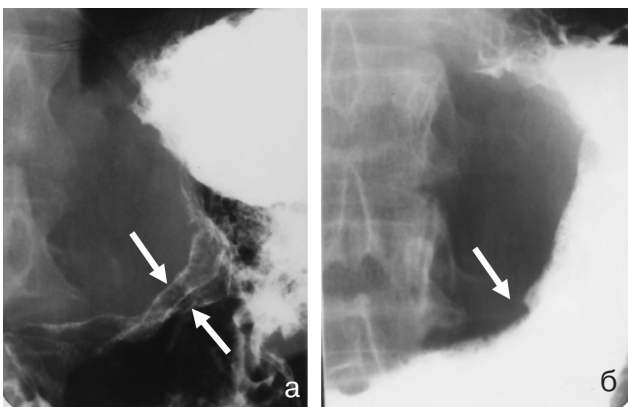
На прицельній рентгенограммі желудка з подвійним контрастуванням визначається бластоматозний інфільтрат, при тугому заповненні (б) в вертикальному положенні в нижній треті тела по малій кривизні ерозивно-язвенна форма рака.
